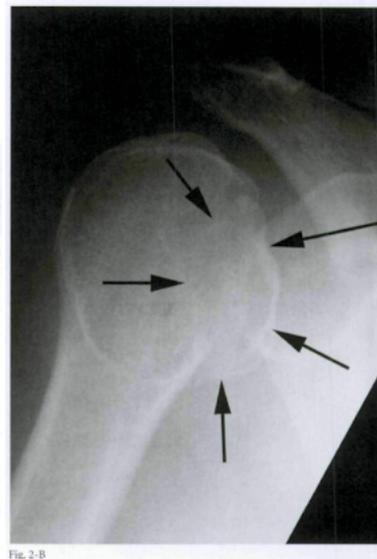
Radiographie d'une fracture luxation Postérieure type 2
